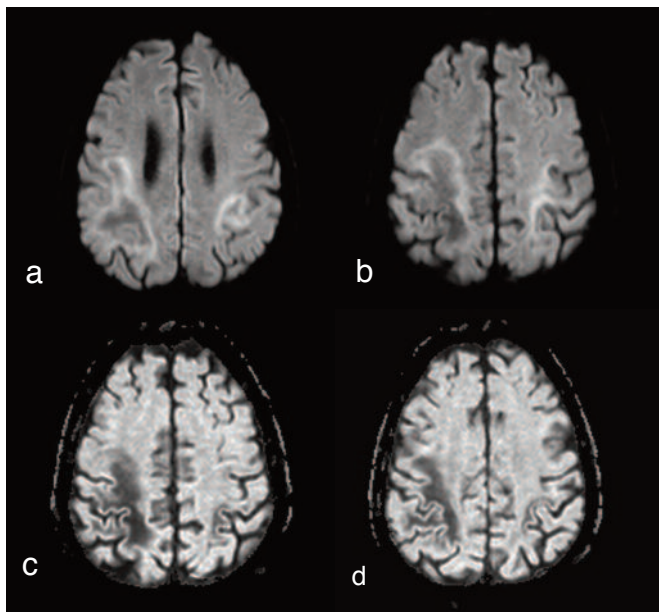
a, b Immagini assiali DWI ($b=1000$): in corrispondenza della sostanza bianca cortico-sottocorticale fronto-parietale a carico di entrambi gli emisferi, multiple aree di disomogenea restrizione della diffusività caratterizzate da una porzione più periferica a più alto segnale da una zona centrale con basso segnale in rapporto a substrato necrotico. c, d Relative mappe ADC (eADC) assiali documentano incremento dei valori in corrispondenza delle alterazioni descritte ($8.2 \times 10^{-3} \text{ mm}^2/\text{sec}$).
